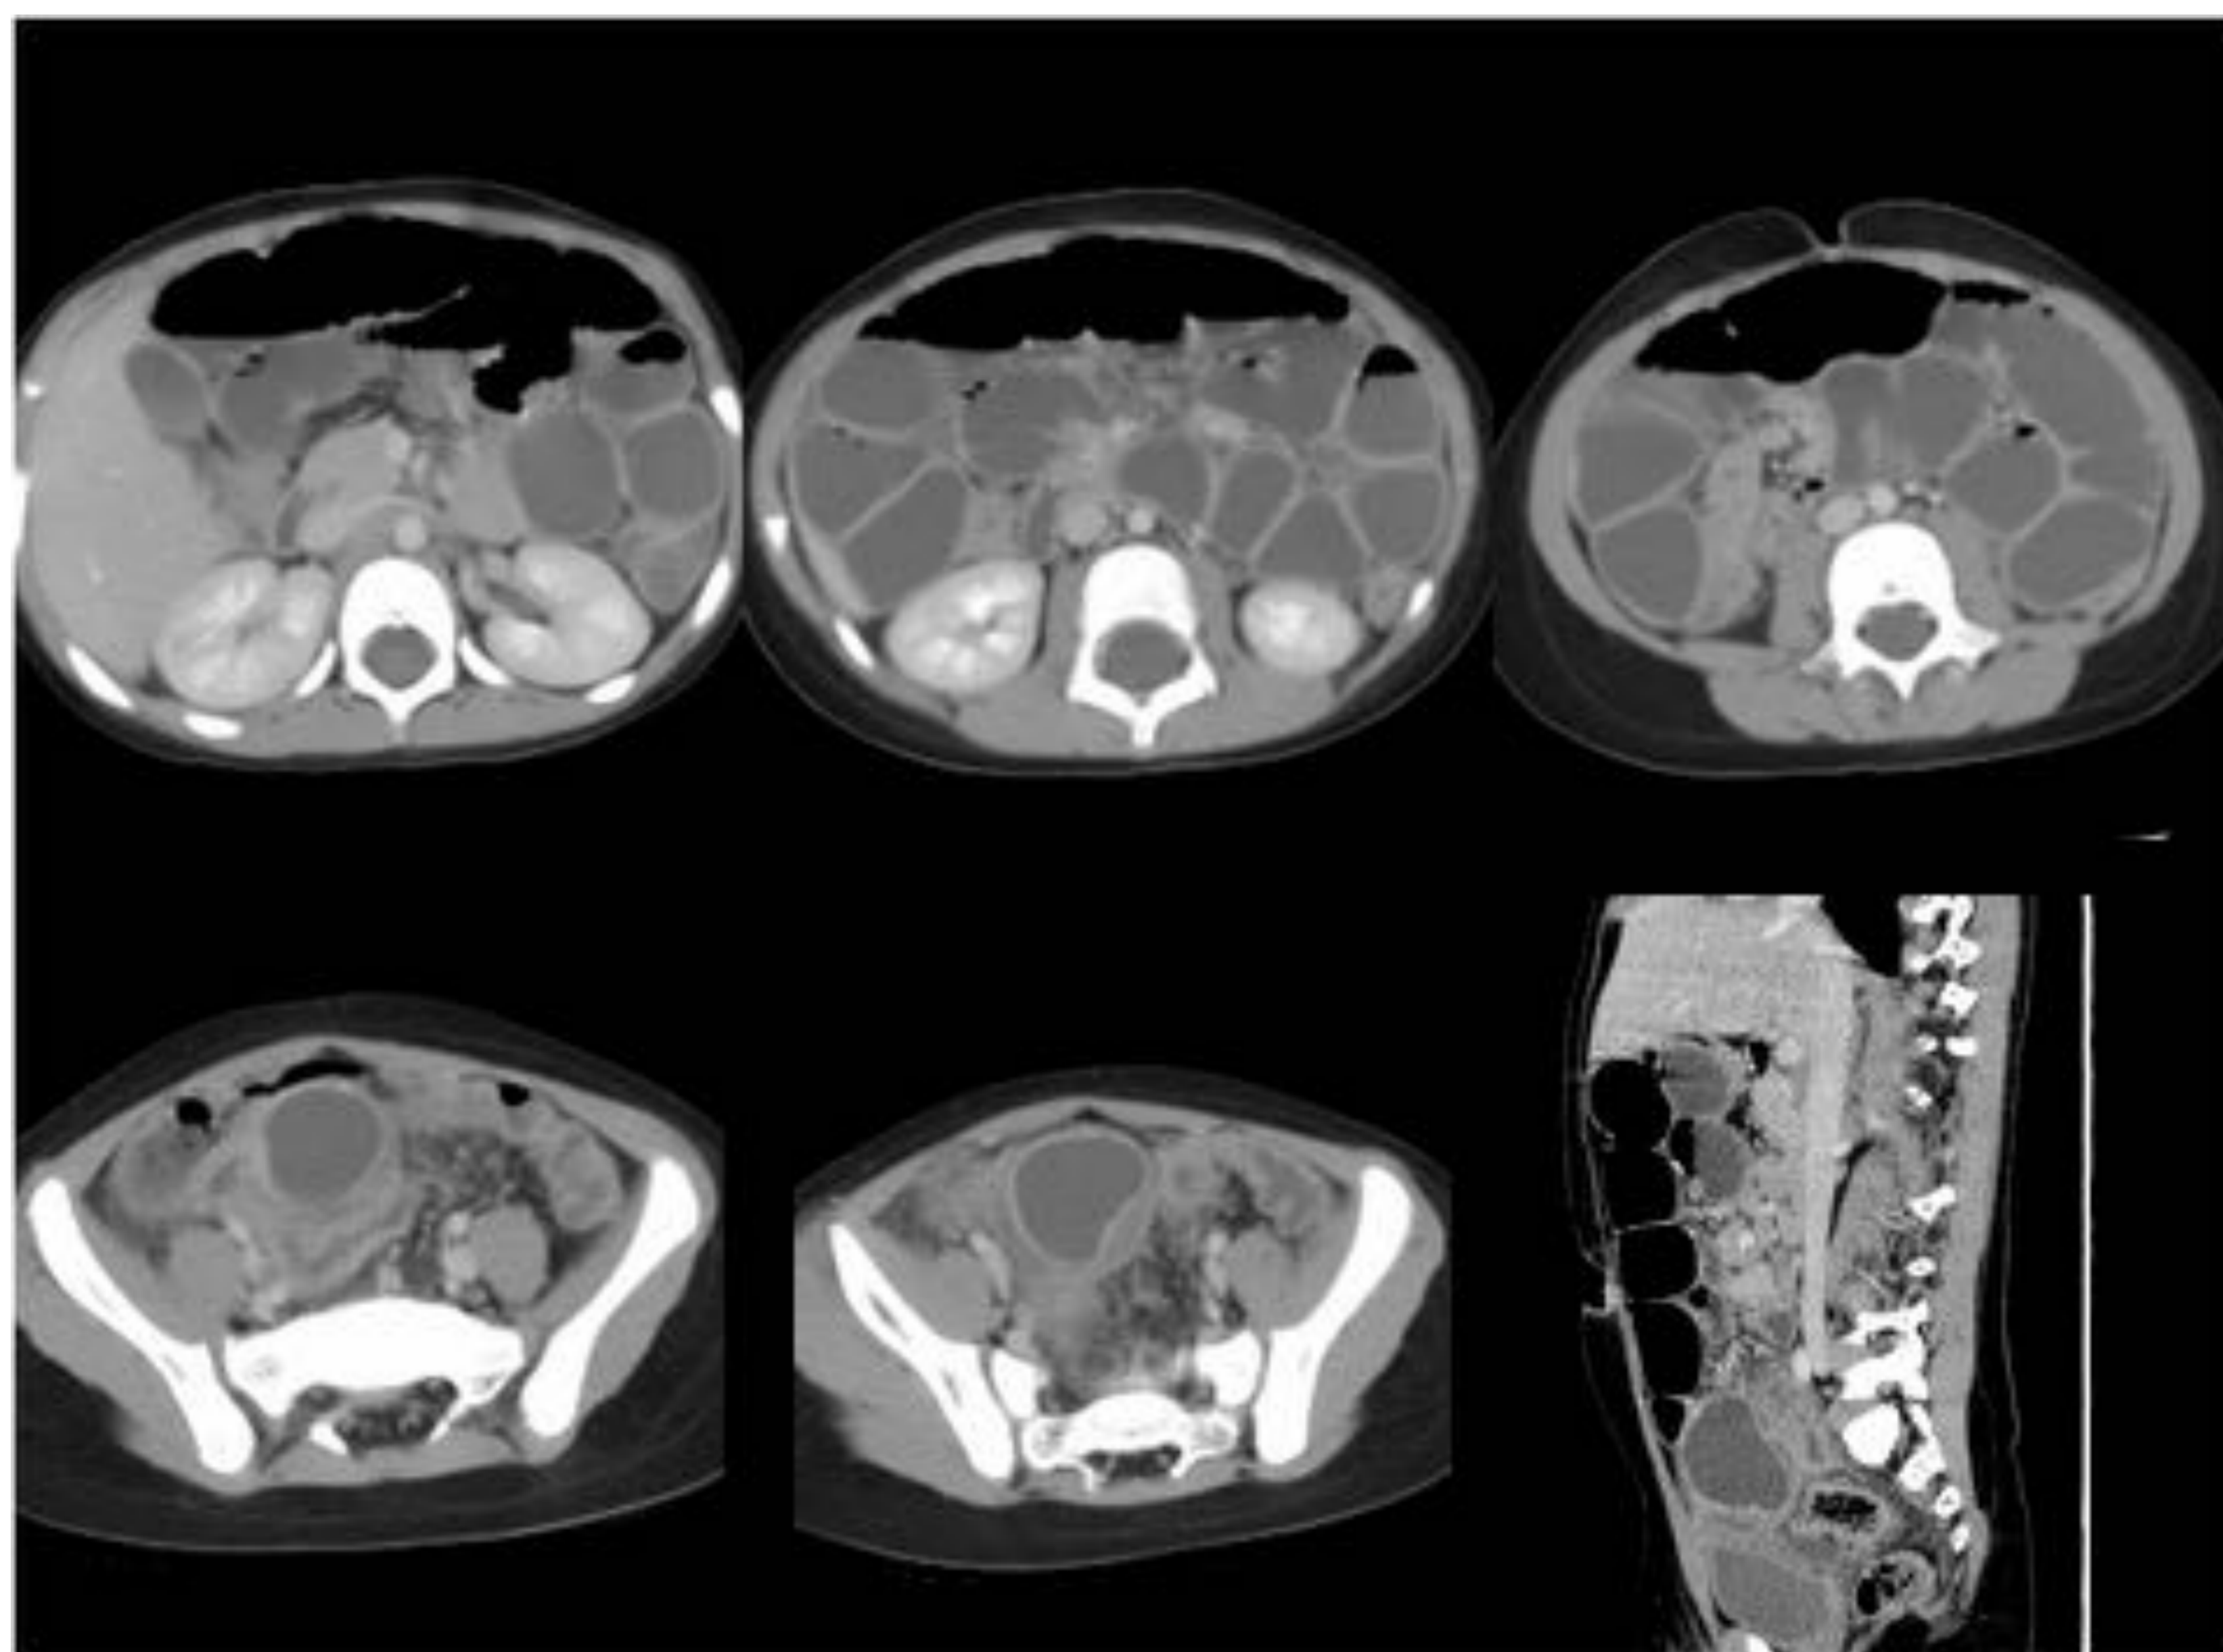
Cuadro de abdomen agudo por divertículo de Meckel torsionado. Paciente de 4 años con dolor abdominal de días de evolución, fiebre y vómitos. Mal estado general y palidez cutánea. Defensa generalizada mayor en FID con Blumberg positivo. La Rx simple de abdomen mostraba oclusión intestinal. Ecografía y TC abdominal con contraste (cortes axiales y reconstrucción MPR sagital): masa quística con doble pared que realza tras el contraste, con cambios inflamatorios regionales y dilatación de asas del intestino delgado. La cirugía muestra un divertículo de Meckel torsionado y perforado.
